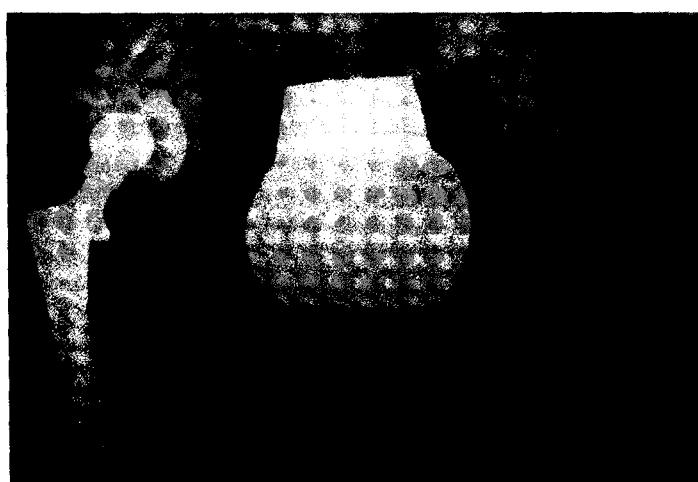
Фоторентгенограмма эндопротеза тазобедренного сустава с применением укрепляющего кольца Мюллера
